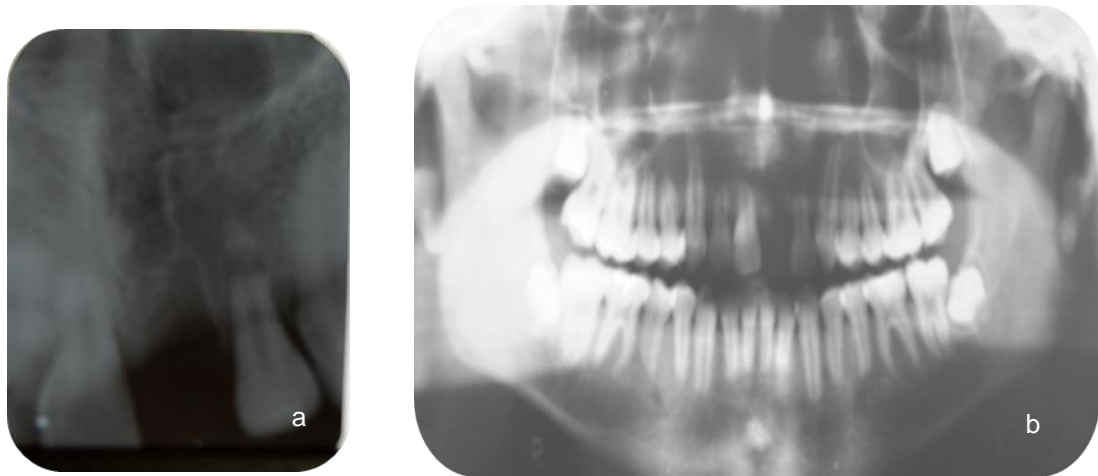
a) Radiografía periapical donde se observa y verifica la ausencia del O.D 21, así como una fractura radicular horizontal en la unión del tercio medio y apical. b) Radiografía panorámica donde se corrobora ausencia total del O.D 21.
